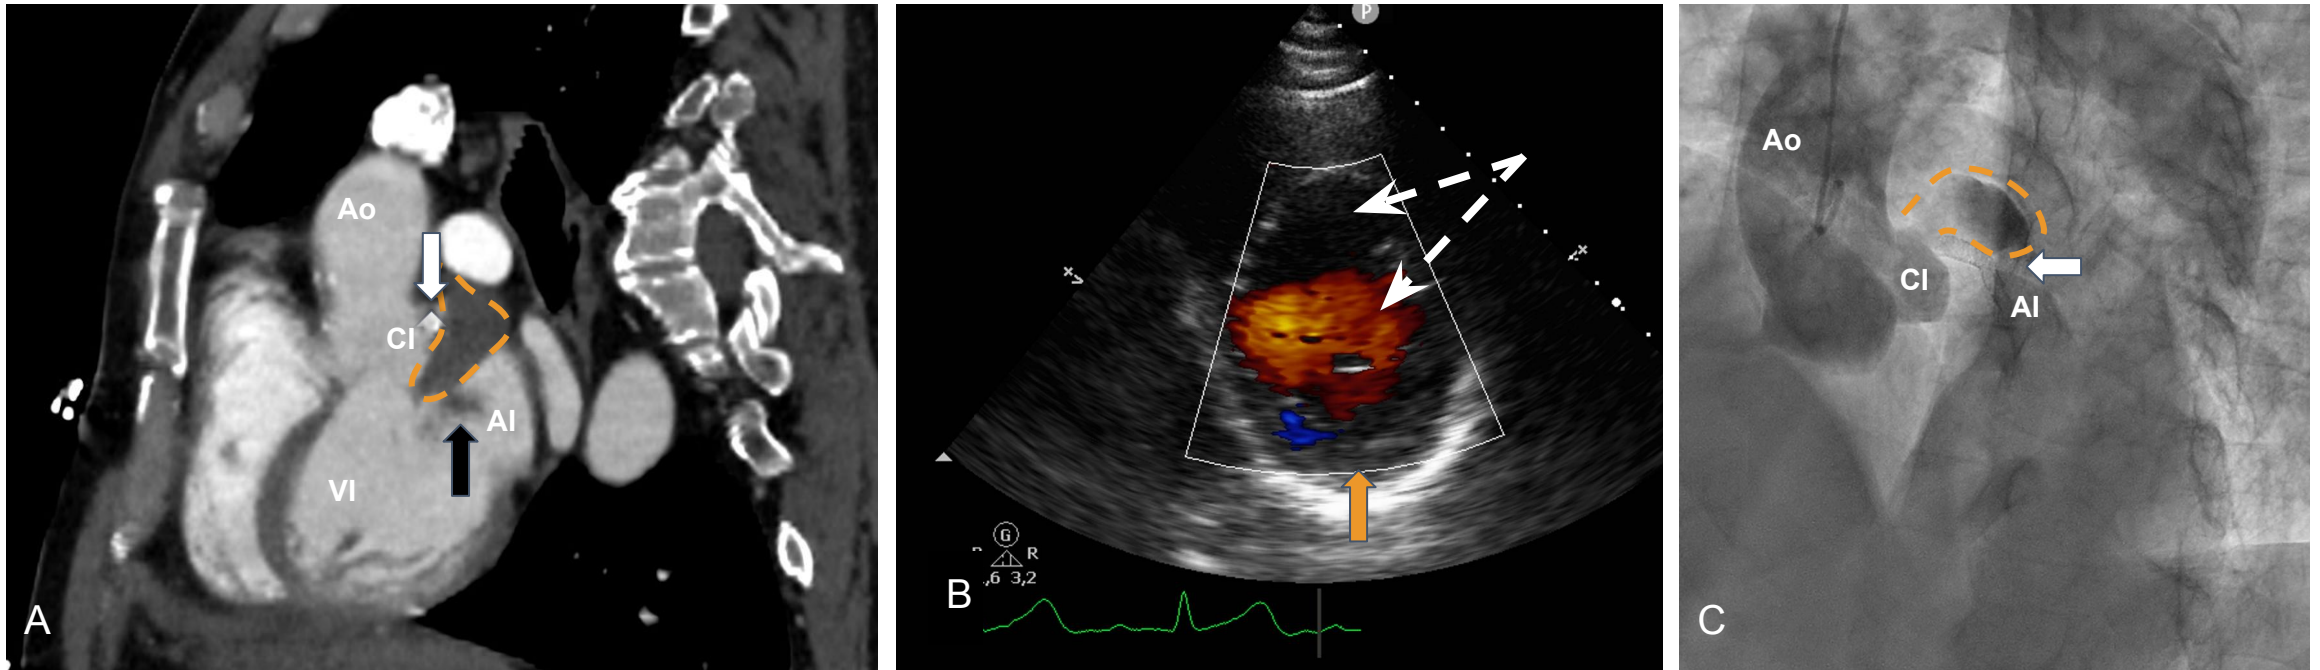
Pseudoaneurisma Perivalvular en unión mitroaórtica abscesificado con fistulización a la raíz aórtica. TC Cardíaco sincronizado con reconstrucción sagital oblicua mostrando plano de 3 cámaras (A): vegetaciones adheridas al velo anterior de válvula mitral (flecha negra) en continuidad con dilatación sacular compatible con pseudoaneurisma en la unión mitroaórtica (contorno naranja discontinuo), con contenido hipodenso (flecha naranja) en estrecha relación con el seno coronario izquierdo (SCI) y stent coronario en DA proximal (flecha blanca). ETE con Doppler color (B): lesión sacular con flujo turbulento (flecha discontinua) y contenido hipocogénico adherido al margen de la lesión (flecha naranja). Cateterismo cardíaco (C) con opacificación de la raíz aórtica: comunicación fistulosa entre el SCI, el pseudoaneurisma y la AI al mostrar la opacificación progresiva y simultánea de estas estructuras (confirmado en cirugía). Ao: aorta. CI: seno coronario izquierdo. VI: ventrículo izquierdo. AI: aurícula izquierda.
